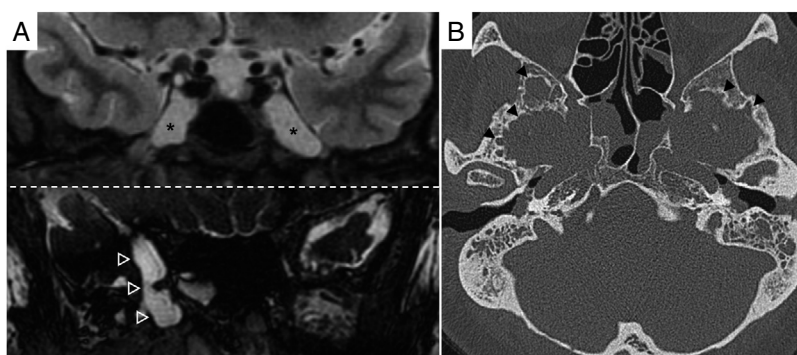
Meningoceles y granulaciones aracnoideas en la base del cráneo. A) Secuencias STIR coronal y FIESTA (*fast imaging employing steady-state*) coronal en las que se identifica meningoceles del *cavum* de Meckel (asteriscos) y meningocele localizado en la zona medial del ala mayor derecha del esfenoides (puntas de flecha huecas). B) tomografía computarizada de peñascos, imagen transversal, donde se visualizan múltiples defectos óseos que afectan a la tabla interna de ambas alas esfenoidales correspondientes a granulaciones aracnoideas intraóseas (puntas de flecha negras).
